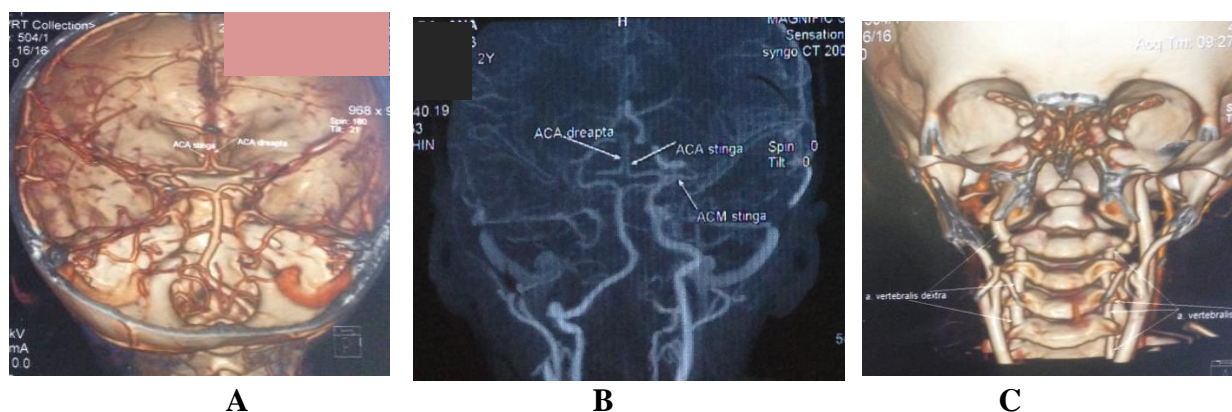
Pacientă cu vârsta de 2 ani și 1 lună, arteriografie cerebrală prin TC: ACA (partea precomunicantă) pe dreapta parțial contrastată, ACM pe dreapta cu contrast absent (A, B), hipoplazia arterei vertebrale pe stânga, segmentul intracerebral (C)
